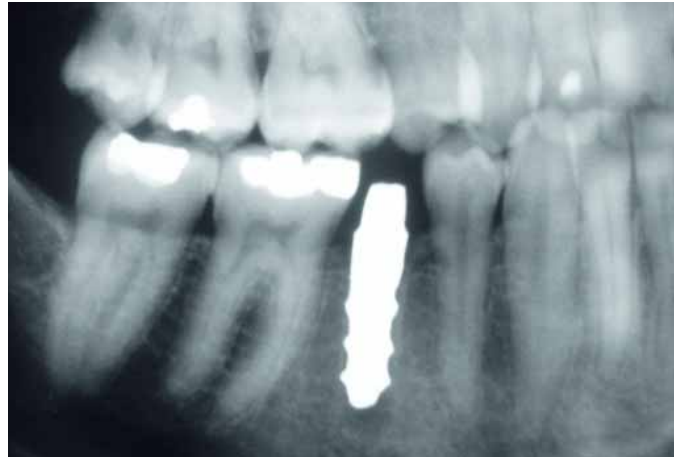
Das Röntgen – ein halbes Jahr post operationem
